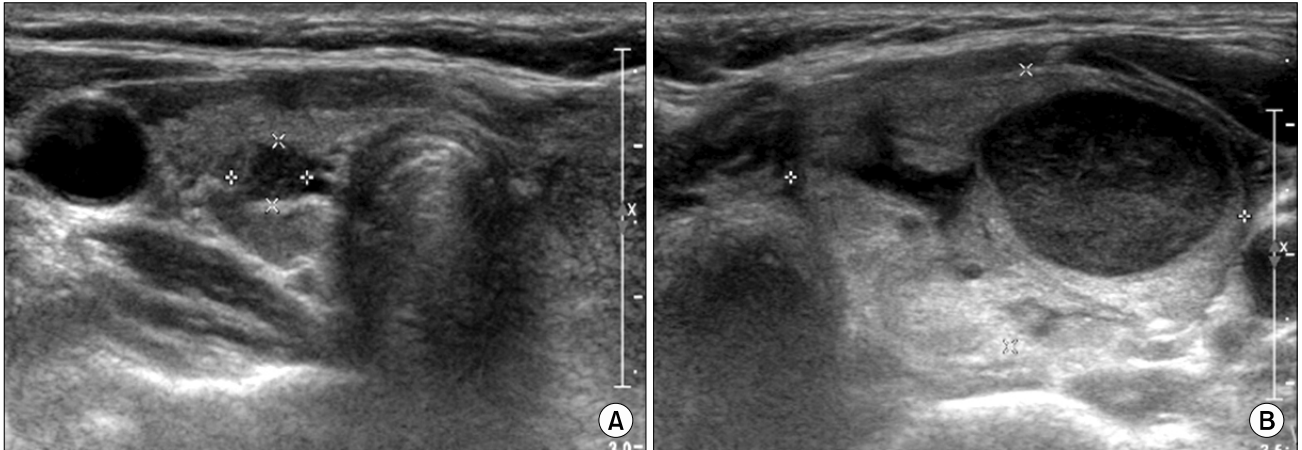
Ultrasonographic findings of the thyroid mass. There are 0.6×0.8×0.4 cm sized heterogeneous low echoic nodule in right lobe and 3.6×4.5×2.2 cm sizes heterogeneous isoechoic solid nodule with internal low echoic portion in left lobe.
